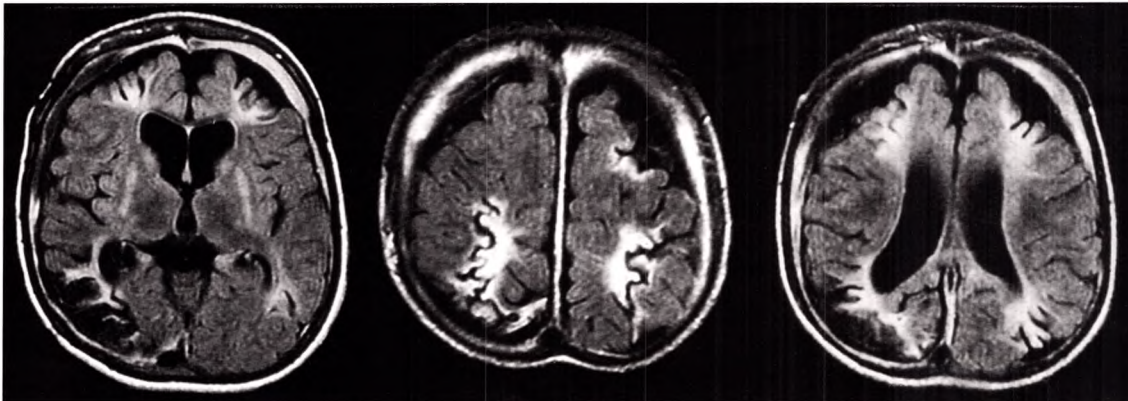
C IRM en pondération FLAIR, montrant des lésions ischémiques diffuses dans le cadre d'un SBS.
